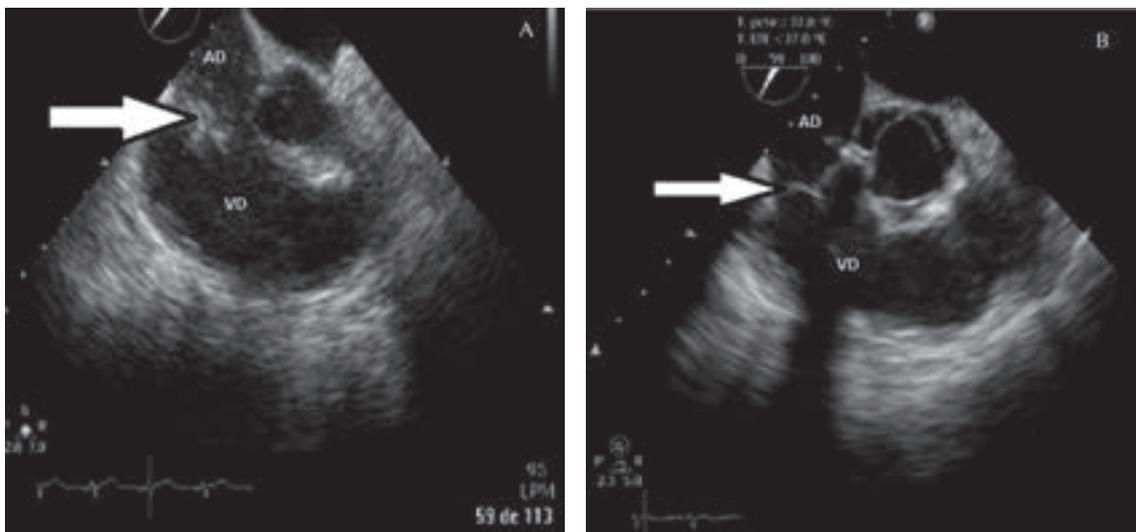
Ecocardiograma transefágico que muestra: A. Vegetación en la válvula tricúspide que protruye a la aurícula derecha (flecha). B. Control posoperatorio en donde se observa la válvula protésica en posición adecuada y normofuncionante (flecha).
